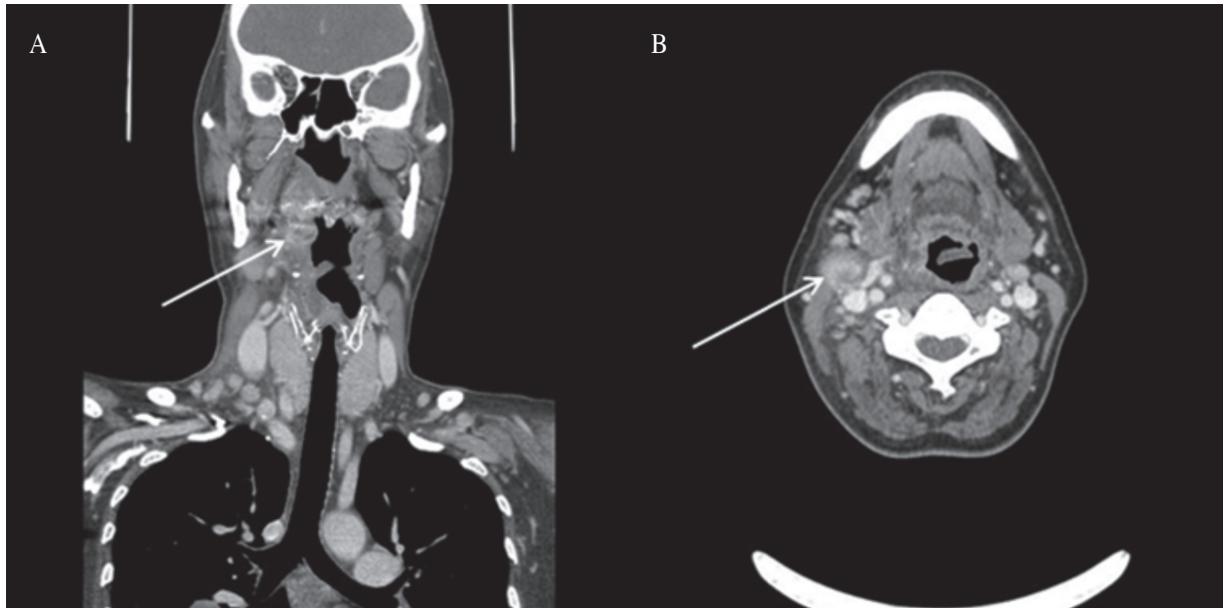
(A) Neck CT showed asymmetric heterogenous contrast-enhancing enlarged right tonsils with adjacent oropharyngeal walls, right aryepiglottic swelling (white arrow). (B) Neck CT showed contrast-enhancing enlarged lymph node at right neck (white arrow).
